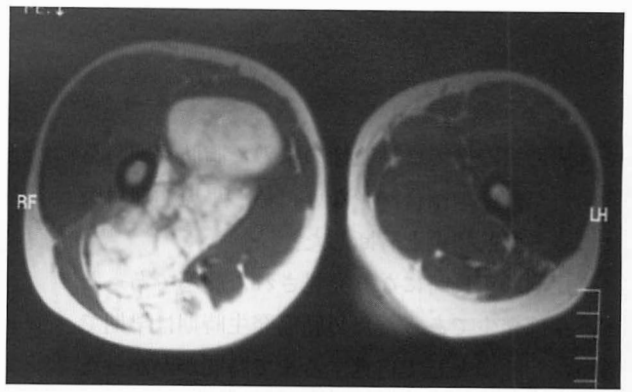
大腿部 MRI 水平断(T1WI) 腫瘍は前方で大腿動脈, 後方で坐骨神経に接している。
